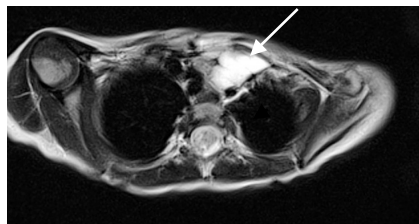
Дівчинка С., 4 роки. Кістозна ЛМ аксиллярної ділянки. Звернення після попередньо проведених численних пункцій, евакуації рідинного вмісту, після яких ЛМ швидко набувала попереднього розміру: А – фото до лікування; В – МРТ, коронарна проекція; С – фото після I курсу ОК-432.
